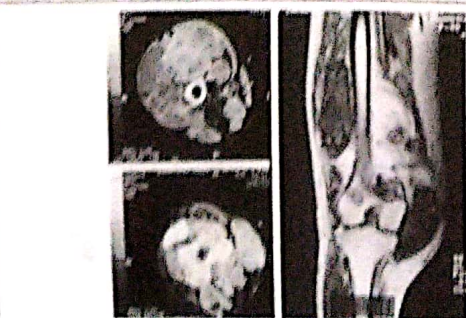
Radiographie standard (profil) et IRM : lésion tissulaire très étendue dans les parties molles postérieures du genou droit sans atteinte osseuse
